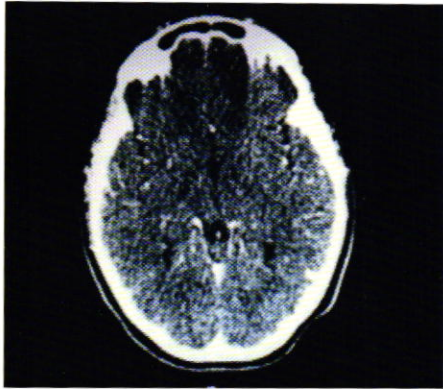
TAC de cráneo a su ingreso demostró encéfalo sin alteraciones y engrosamiento mucoso etmoidal, esfenoidal y maxilar derecho.
